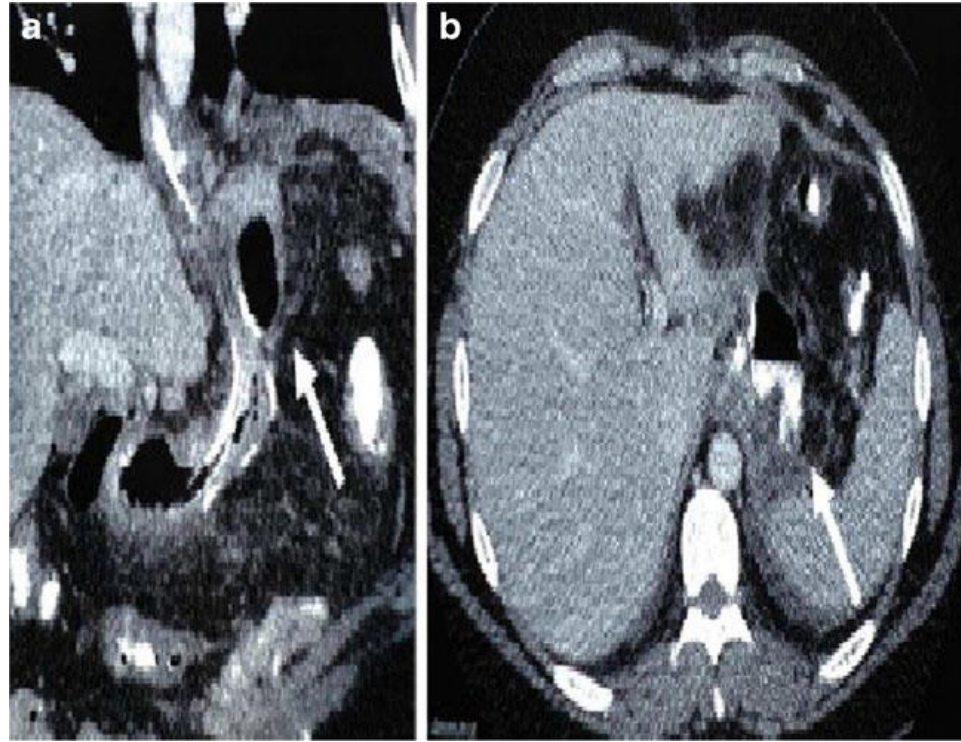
TAC Addome che mostra una fistola con perdita di contrasto
